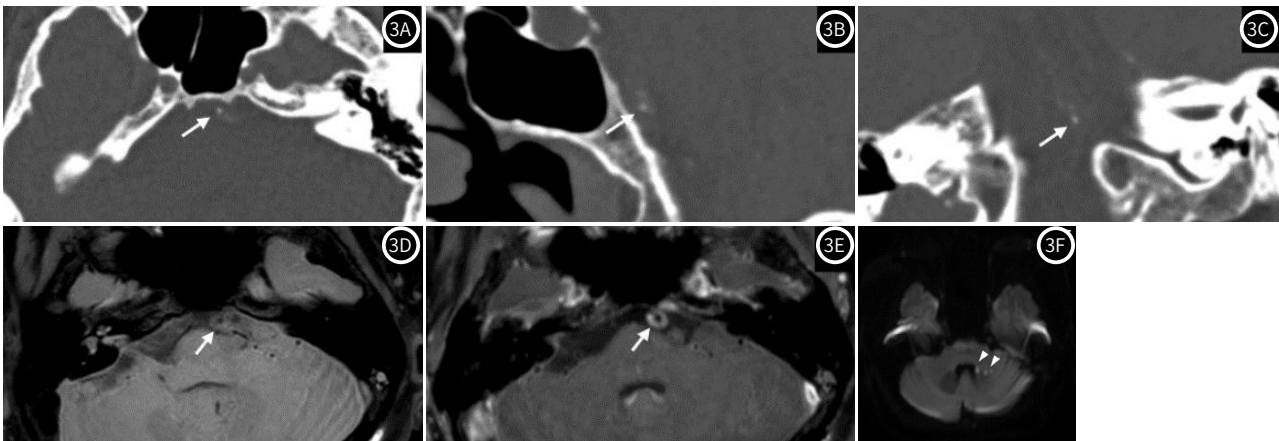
图3F 61岁男性卒中患者出现以内膜为主的钙化。轴位(3A)、矢状位(8)和冠状位(3C)CT图像显示基底动脉点状钙化(箭头)。左侧小脑脚内侧(3F, 箭头, 弥散受限)可见下游梗死灶。增强前(3D)和增强后(3E)3D BBMRI图像显示有强化的同心斑块(箭头)。
